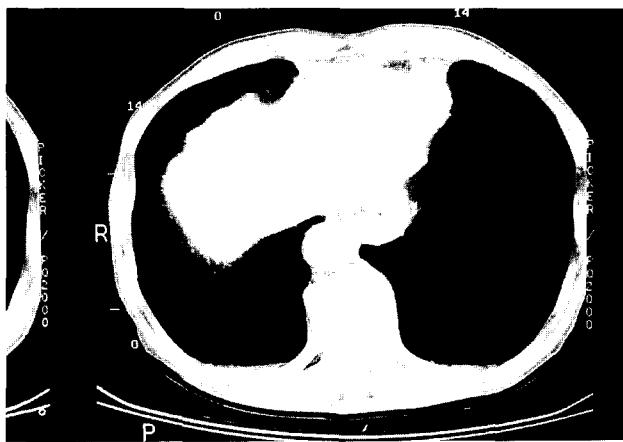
CT scan shows irregular wall thickening and luminal narrowing of lower esophagus.
